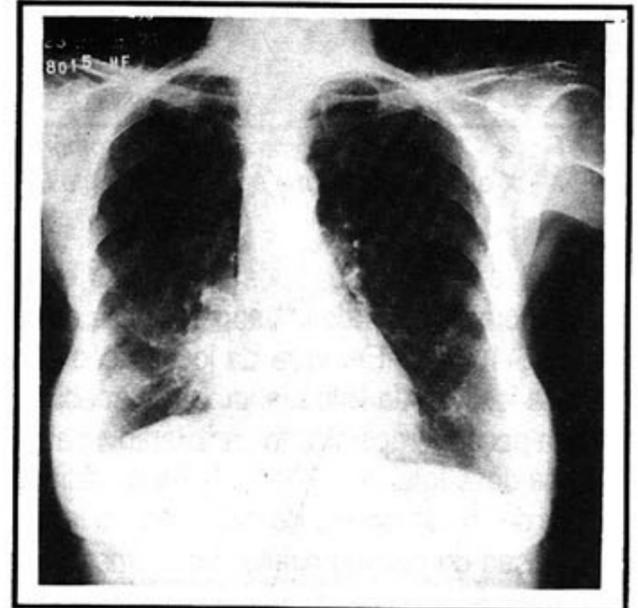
Teleradiografia torax janeiro 92
